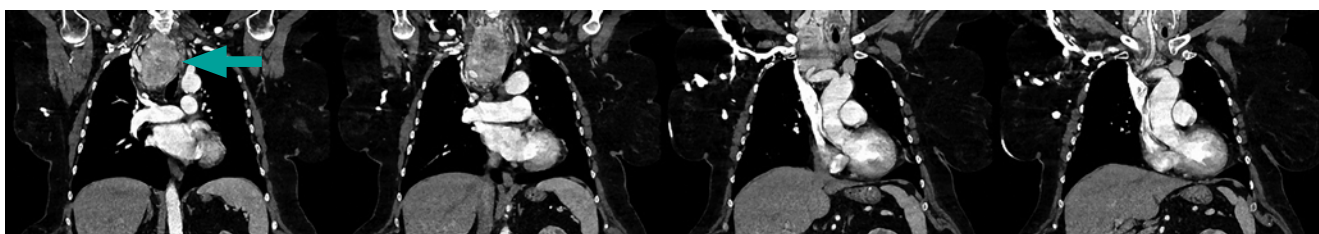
КТ шеи до операции, фронтальный срез. Стрелками указана предполагаемый загрудинный зоб.
